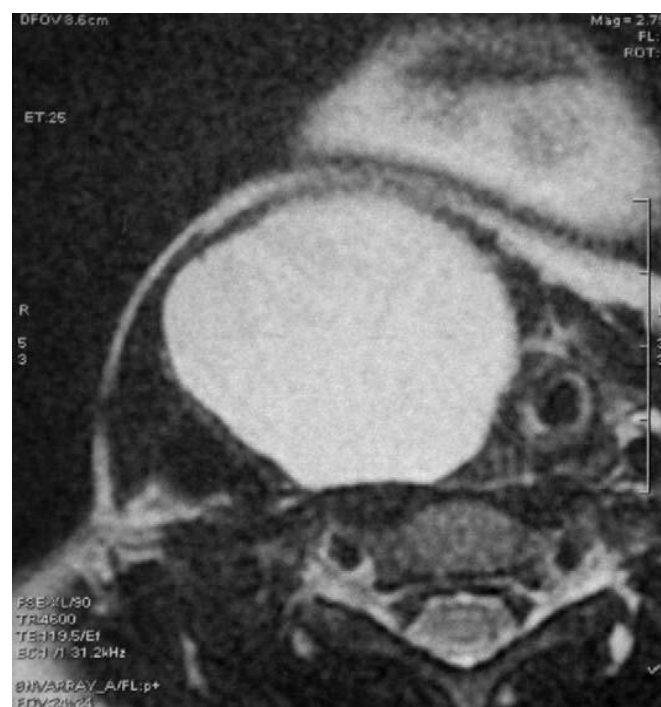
IRM en coupe horizontale montrant la masse latéro-cervicale droite refoulant la trachée à gauche [36].
